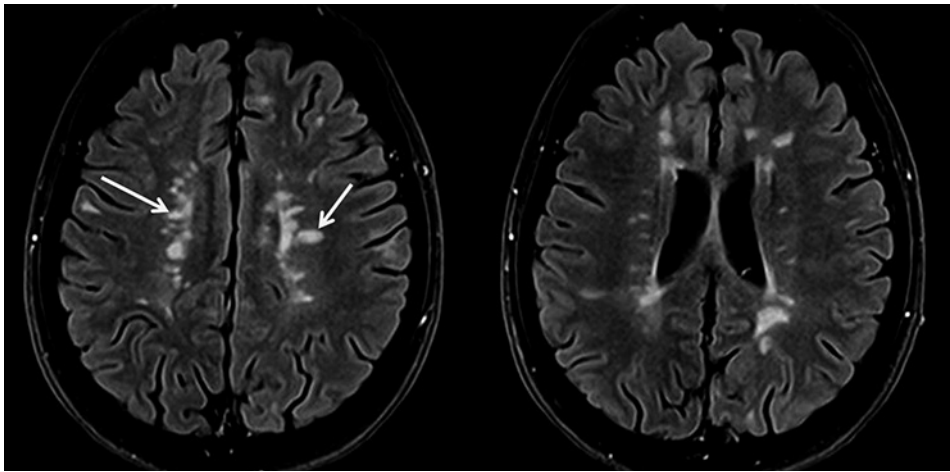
Imágenes transversales T2-FLAIR en un paciente con esclerosis múltiple. Se observan lesiones de características desmielinizantes hiperintensas en situación periventricular, algunas de morfología ovoidea (flechas), con su eje mayor perpendicular a las paredes ventriculares.
